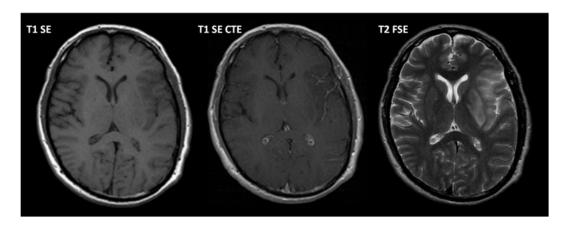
Resonancia magnética. (25)
